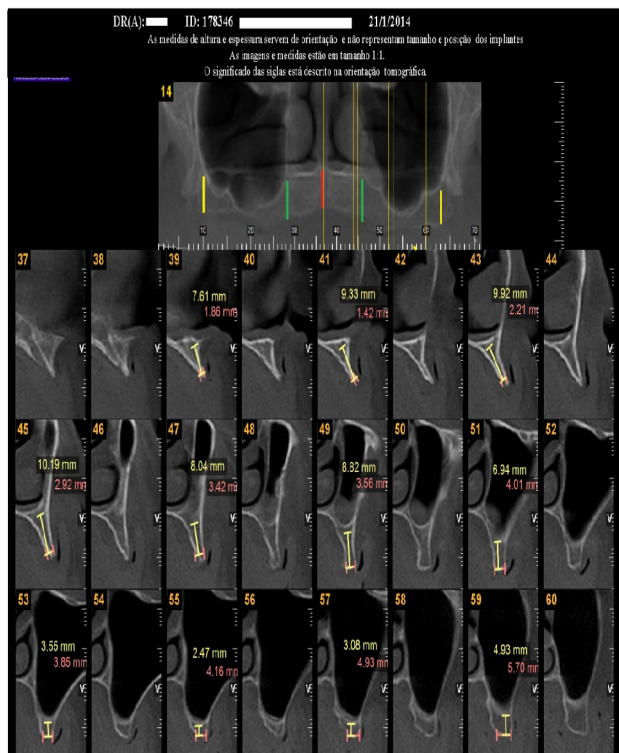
Tomografia de maxila. Pontos anatômicos: tuberosidades maxilares (amarelo), pilares caninos (verde) e forame incisivo (vermelho).
